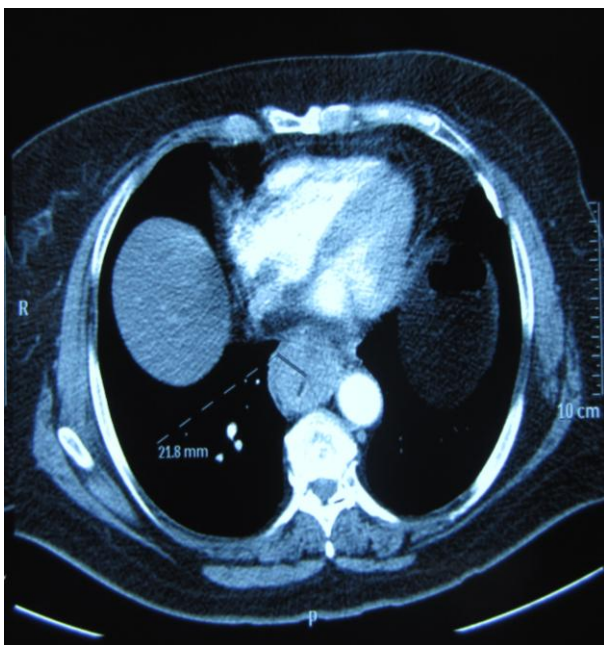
Рак нижнегрудного отдела пищевода (КТ, аксиальная проекция)
